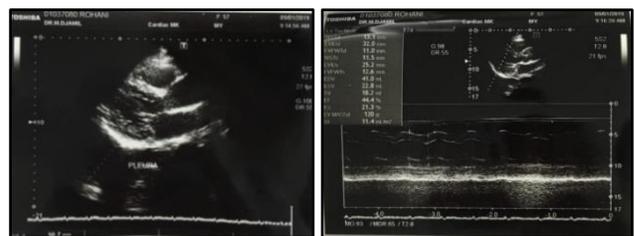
Transthoracic Echocardiogram at CVCU
